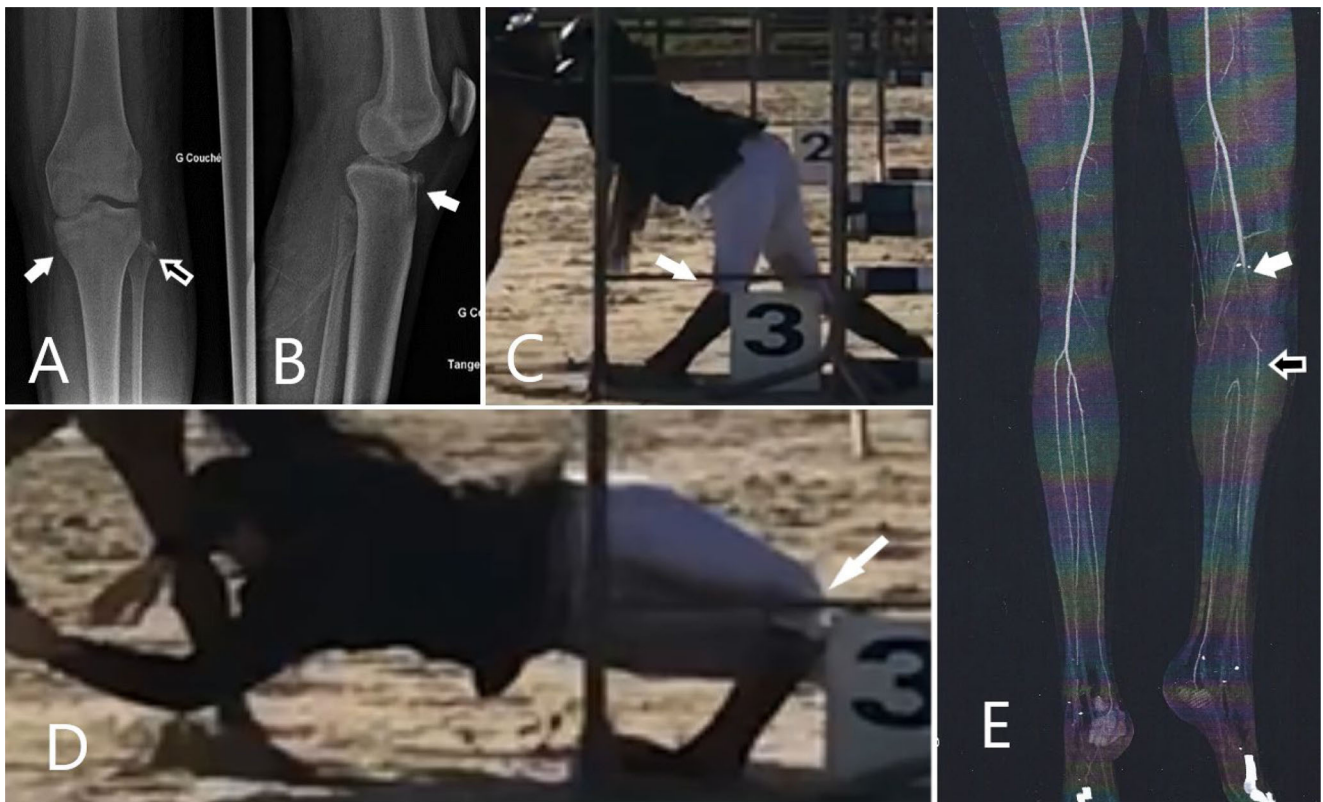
A. Radiographie de face du genou gauche : fracture du plateau tibial interne, avec arrachement du condyle fémoral externe (flèche blanche) et fracture de la tête fibulaire (flèche noire). B. Radiographie de profil du genou gauche : arrachement osseux du plateau tibial interne signant l'atteinte ligamentaire du genou associée (flèche). C. et D. Capture d'écran de la vidéo de la chute, mécanisme lésionnel en recurvatum varus du genou gauche (flèches), avec accord de la patiente. E. Angioscanner des membres inférieurs (reconstruction), on note l'interruption du flux de l'artère poplitée gauche (flèche blanche) avec vascularisation d'aval par les collatérales (flèche noire)
